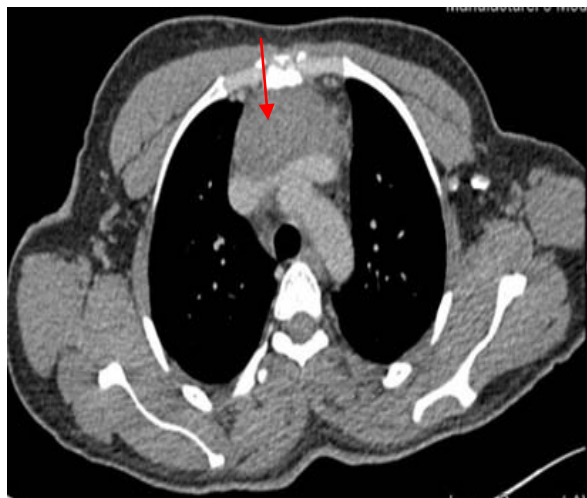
TDM thoracique en mode 3D : Masse cervico- médiastinale antéro-supérieure (flèche rouge) mal limitée, mesurant approximativement 76 (T) x 60 (AP) x123mm rehaussée de façon homogène après injection du PDC → Thymome.
